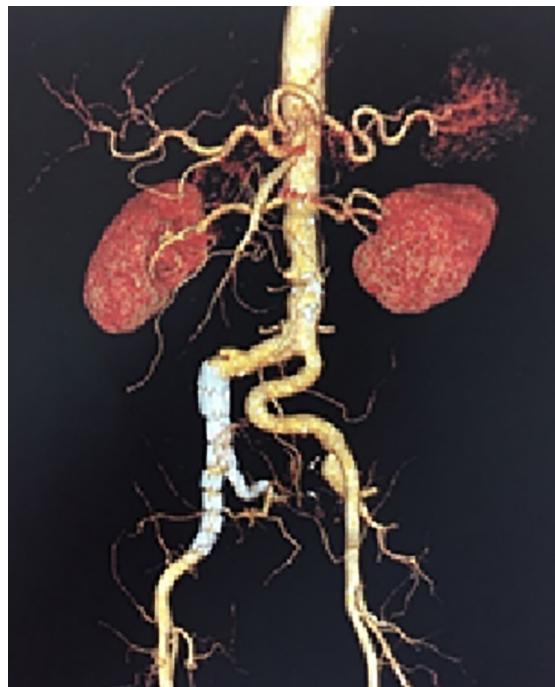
Angiotomography showing correctly implanted endoprostheses.
